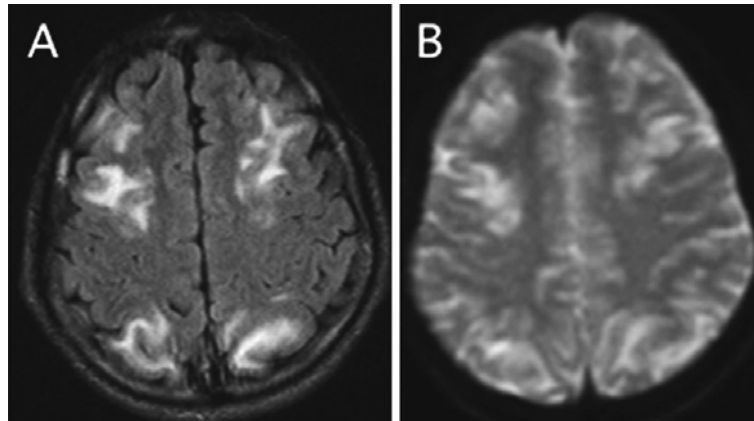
MRI images 9th hospital day.
